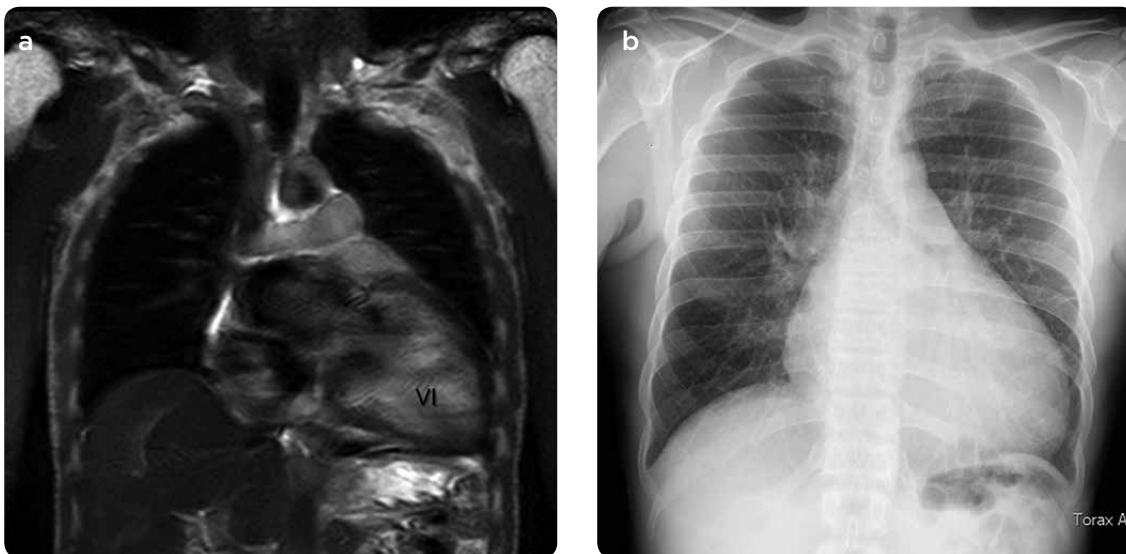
RM cardíaca. a) Secuencia coronal anatómica en sangre negra, b) radiografía de tórax PA. En la comparación se caracterizan los contornos cardíacos y se evidencia la gran dilatación del ventrículo izquierdo (VI).
